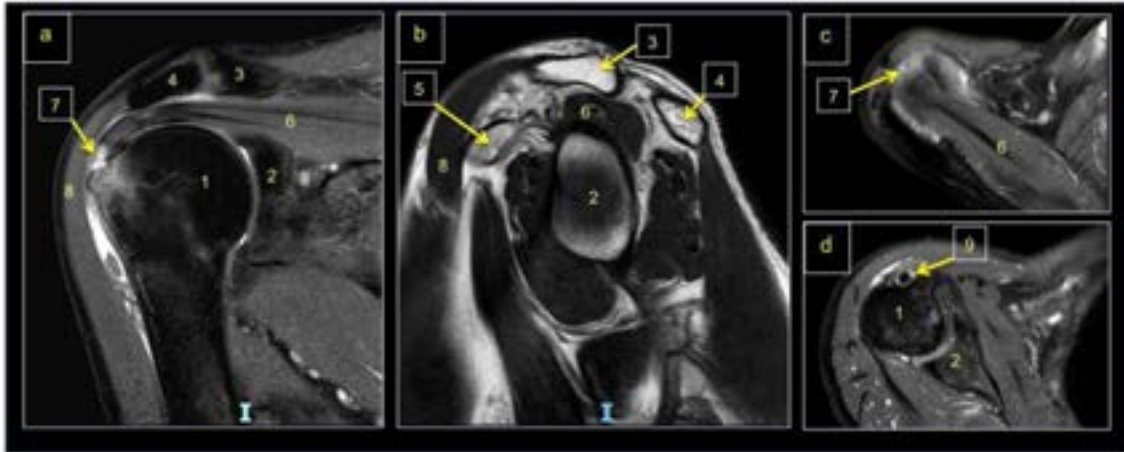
RM hombro derecho con lesión de manguito rotador
